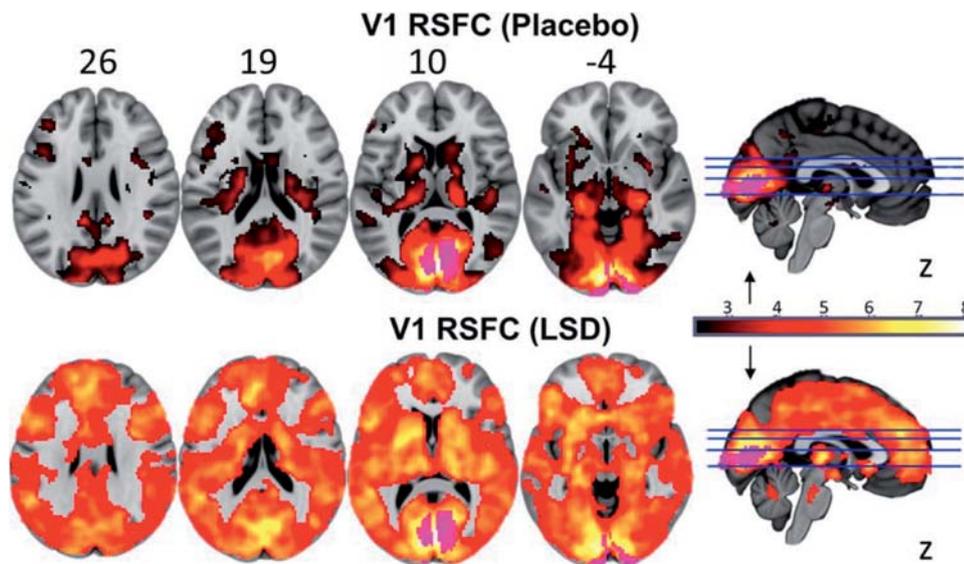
Indagine PET confronto LSD vs placebo (Nutt D., 2016)
